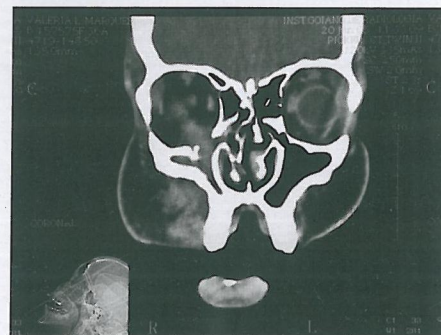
TC corte coronal com janela para tecido mole, mostrando o rechaçamento do músculo reto-inferior do olho.
